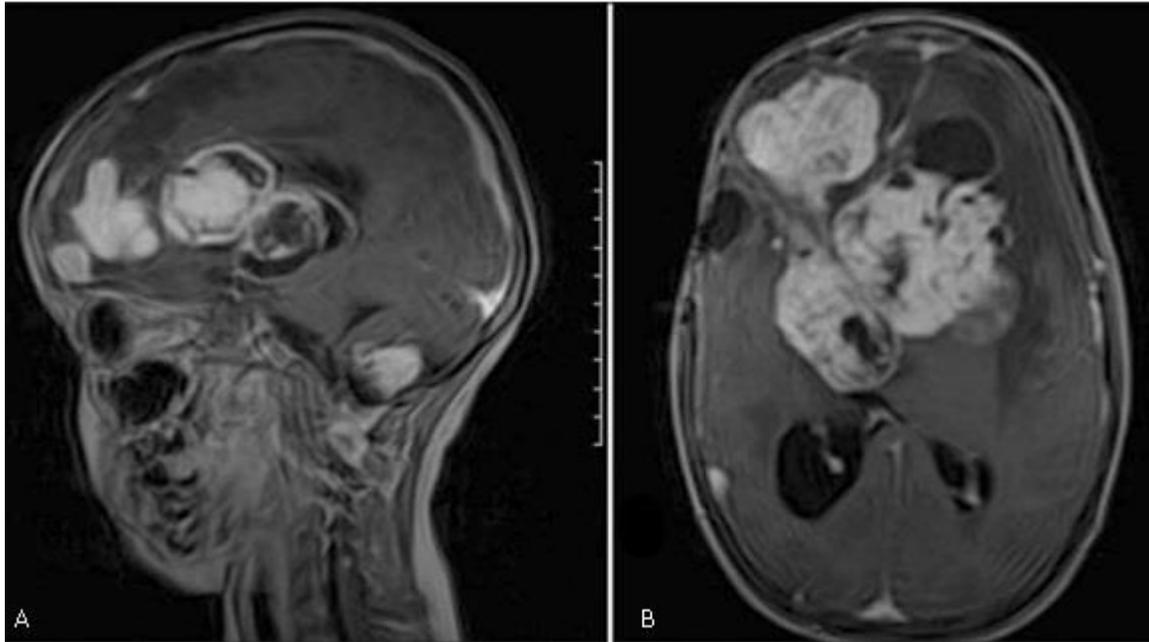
IRM de cráneo donde se observan múltiples neoplasias intracraneales. A) Corte sagital. Se observan lesiones tumorales múltiples, que incluyen el espacio infratentorial. B) Corte axial. Se visualizan lesiones tumorales que comprometen el sistema ventricular.
